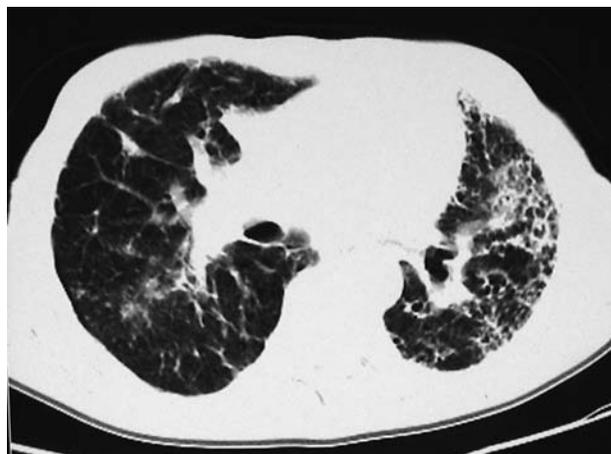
КТ больной саркоидозом легких, IV стадия.
